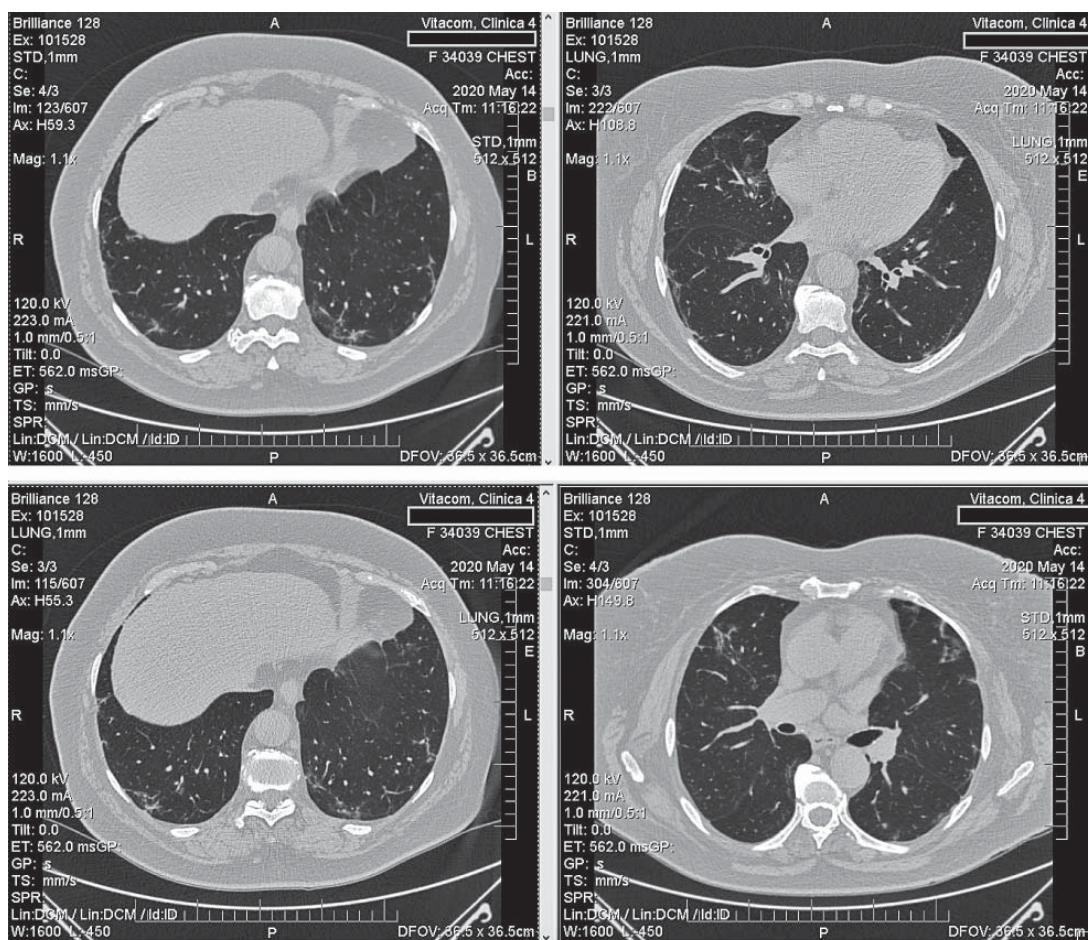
КТ ОГП від 14.05.2020 р. (32-й день хвороби)
